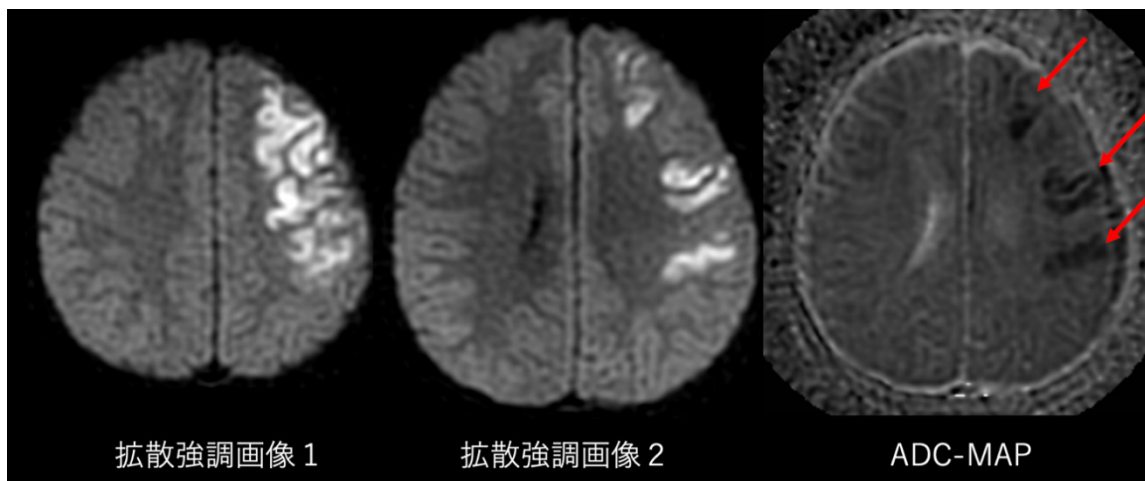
初診時脳MRIの拡散強調画像とADC-MAP
